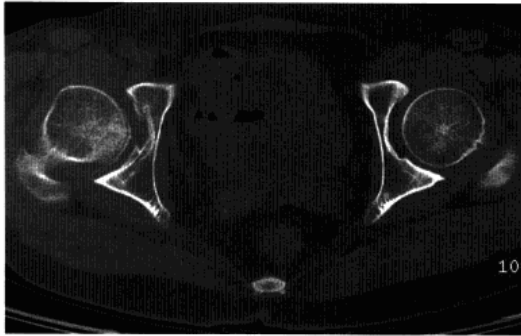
双侧髋臼发育不良伴退行性骨关节炎 CT 平扫,示双侧髋臼前断面角变小,头臼包容差,髋臼及股骨头轻度骨质增生
